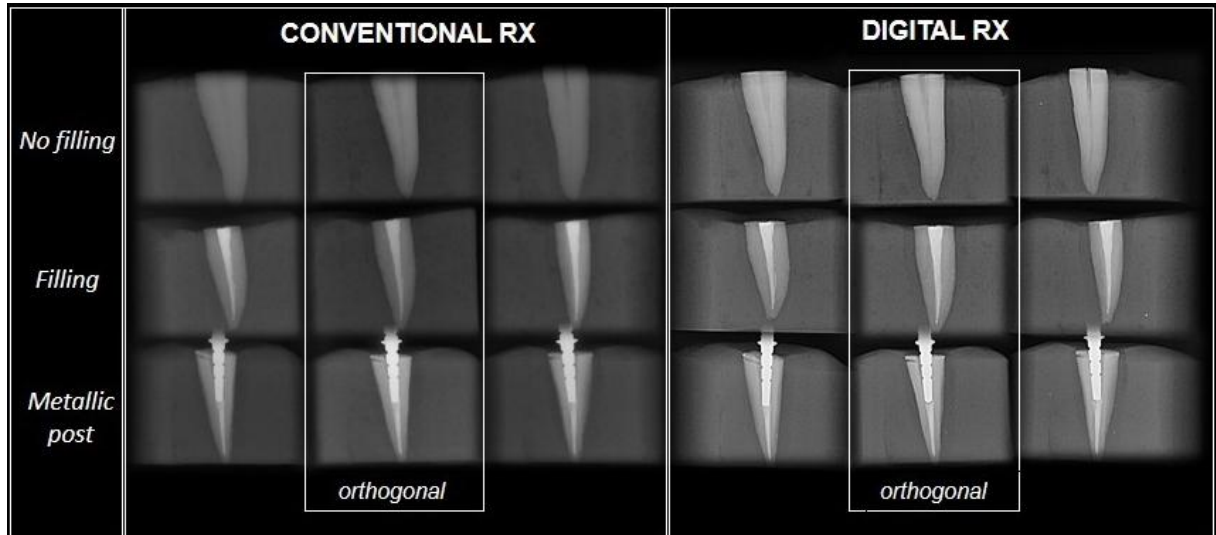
Conventional and digital radiographs (orthogonal and angled) of three teeth challenged with VRF and presenting different root conditions.
